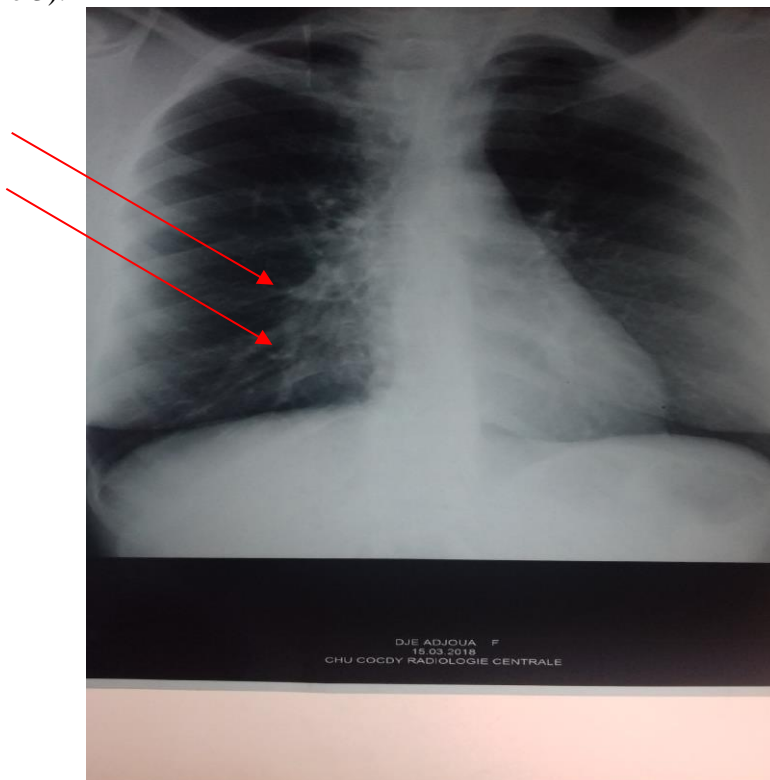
Radiographie pulmonaire montrant des infiltrats alvéolaires mal systématisés
